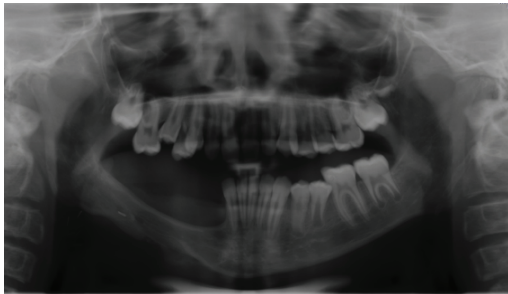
Результат ортопантомографии челюсти через 18 мес после операции
